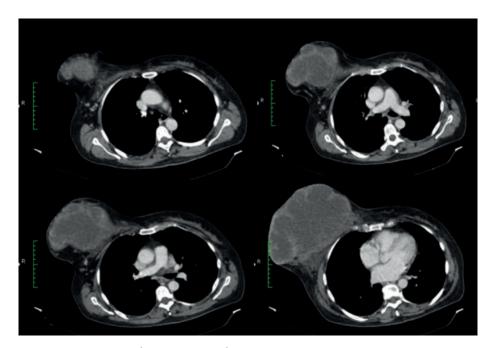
Tomografía simple de tórax: masa ocupante en mama derecha
